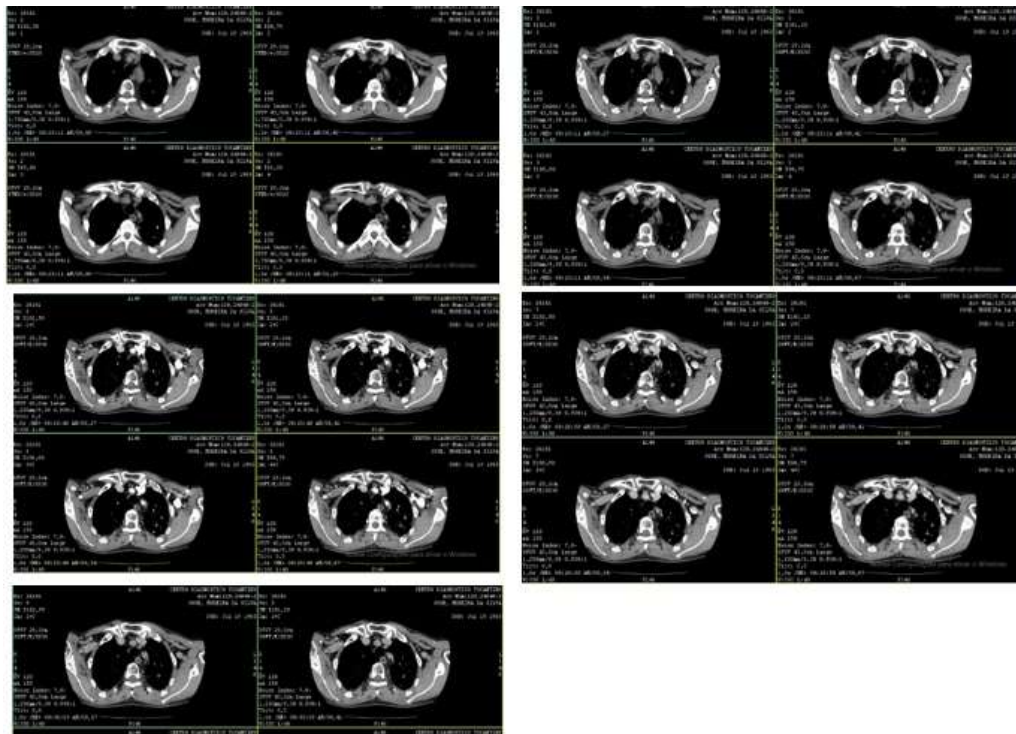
Tomografia Torax e Abdomem Superior Corte Axial evidenciando linfonodomegalia axilar heterogênea a direita medindo 38mm e enfisema centrolobular e parasseptal predominando nos lobos superiores.
